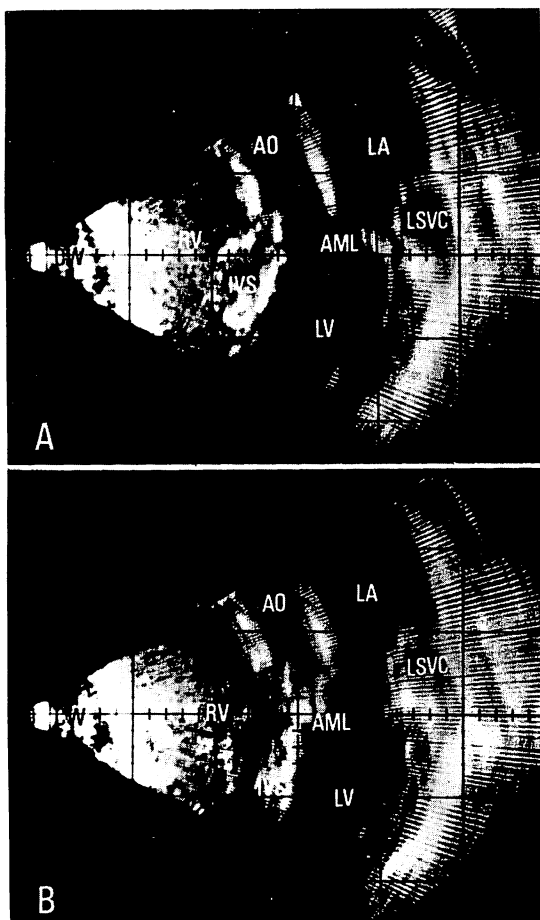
Cross-sectional echocardiograms along the heart long axis in a 24-year-old female of postoperative ASD.
